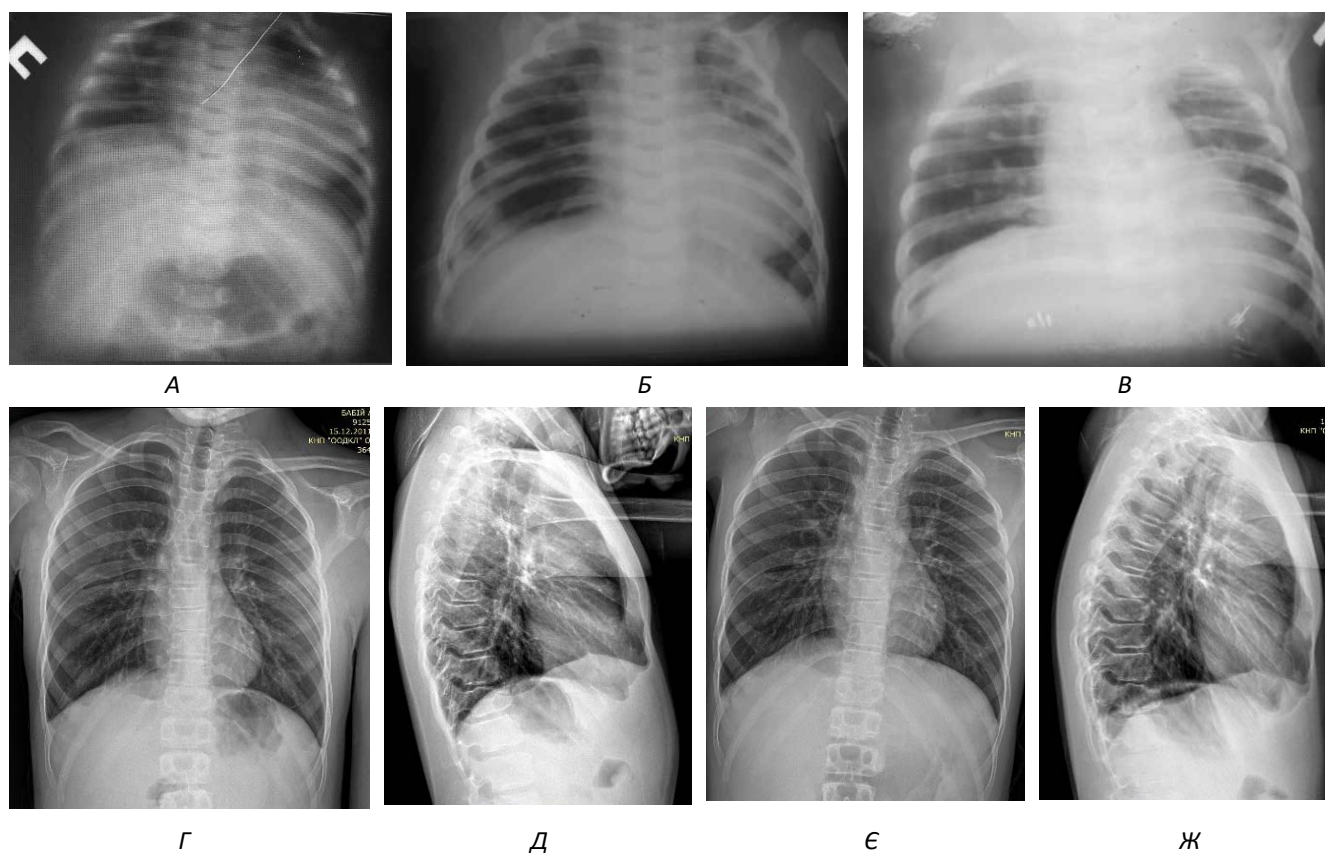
Рентгенологічне обстеження пацієнта Б. до операції та у віддаленому періоді після операції: А – знімок за 10 днів до операції (високе стояння правого купола діафрагми); Б – знімок на 2-гу добу після операції; В – знімок на 23-тю добу після операції; Г-Ж – рентгенологічне обстеження у віддаленому післяопераційному періоді зв 13 років після операції (рентгенографія/скопія у прямій і правій бічній проєкціях): Г, Д – фаза вдиху; Е, Ж – фаза видиху (пояснення в тексті)
